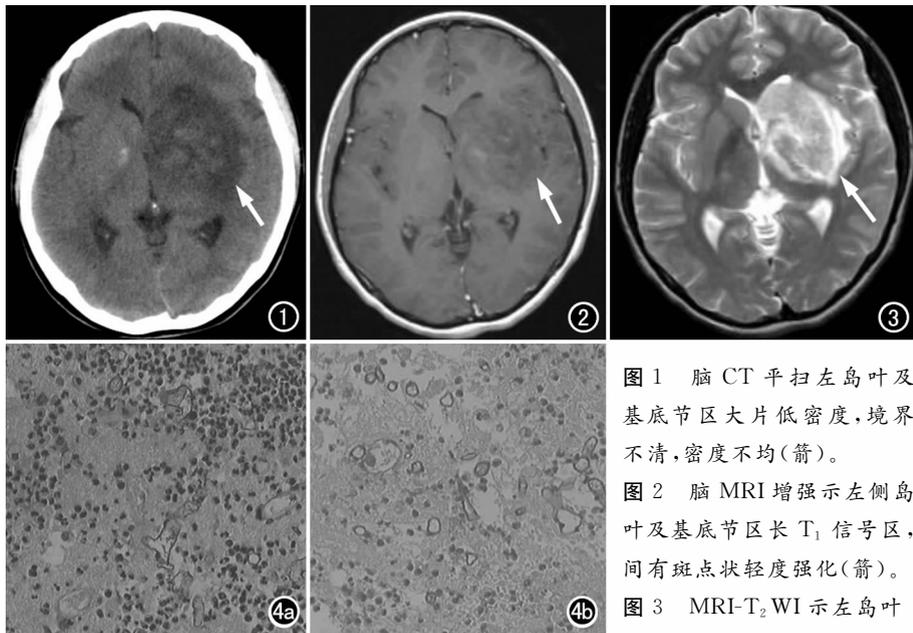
脑CT平扫左岛叶及基底节区大片低密度,境界不清,密度不均(箭)。
